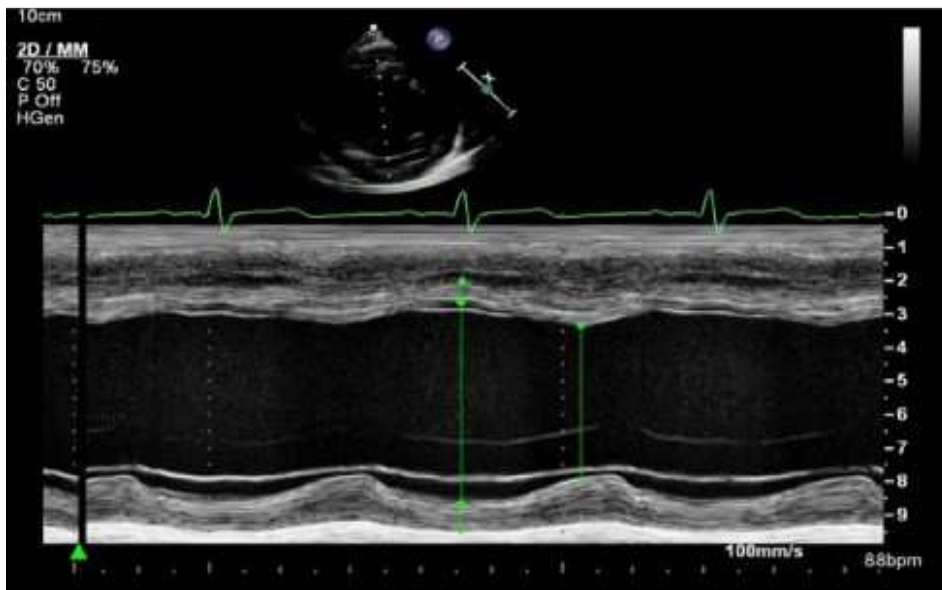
Echocardiographie mode TM avant traitement : Dilatation du VG avec FE abaissée à 0,43.
